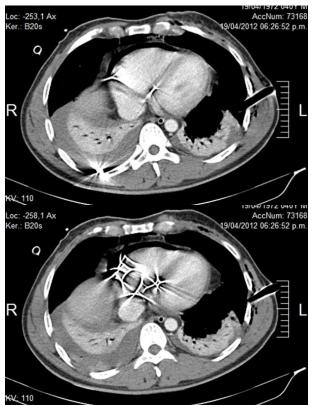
Tomografía posoperatoria con míltiples perdigones en corazón
